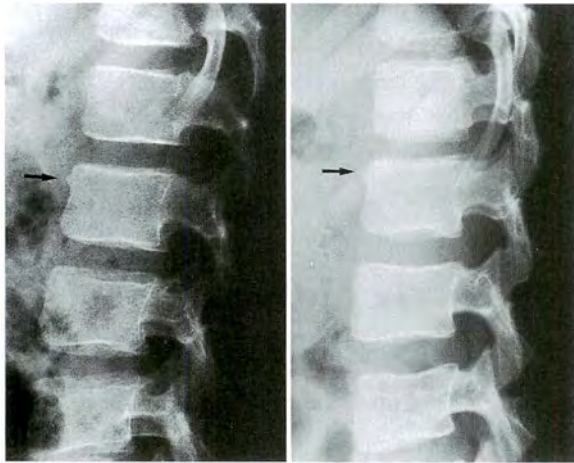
Lateral radiographs of Case 2 at initial presentation(a) and at one year after injury (b). Black arrows indicate a beak-shaped prominence at the anterior wall of the second lumbar vertebral body
